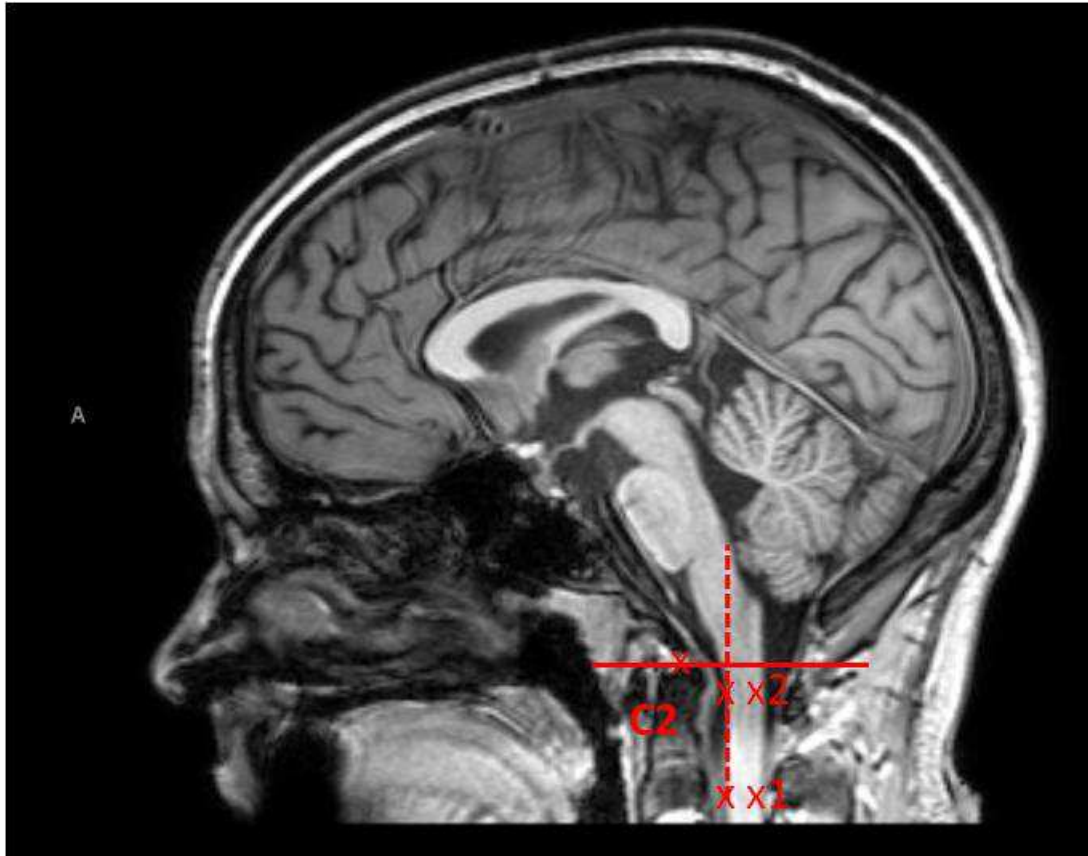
Représentation de la sélection des régions d'intérêt sur la séquence d'IRM cérébrale 3DT1.
